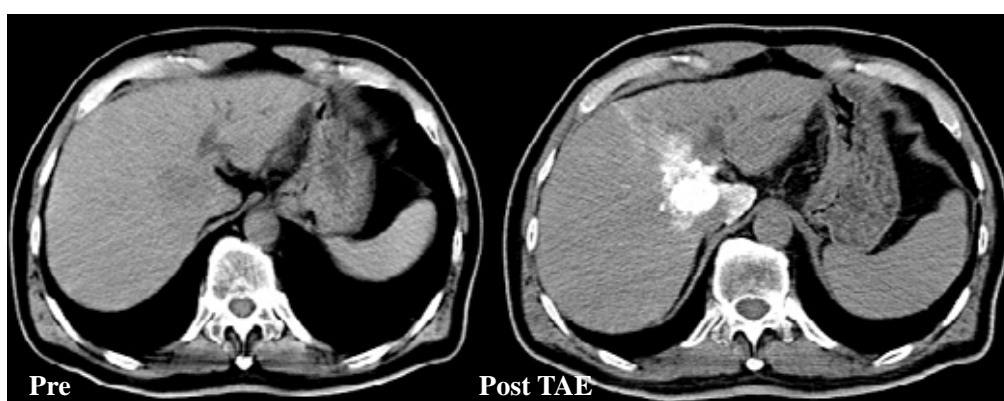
TAE (S1,4) 前後の単純 CT 像
